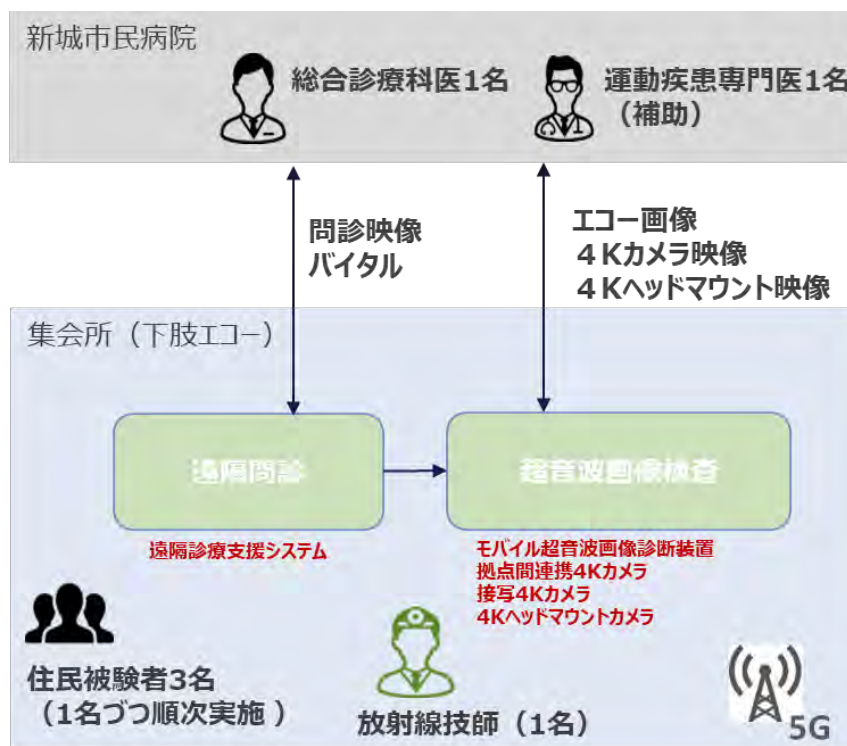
遠隔での下肢エコーの実証フロー
